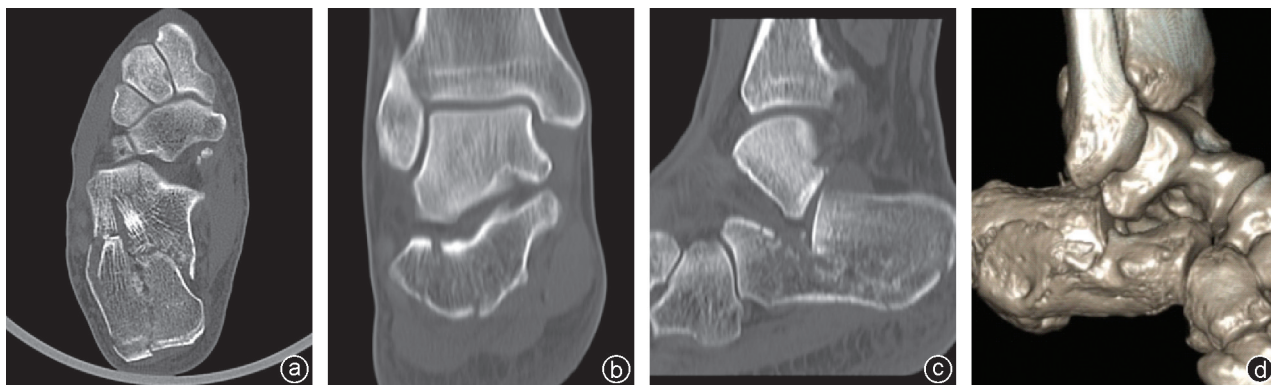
病人,男,49岁,高处坠落伤,术前CT扫描 a:平扫可见右侧跟骨体粉碎,外侧壁膨隆,关节面嵌入跟骨体中,内翻畸形;b:冠状位重建可见骨折线涉及距下关节面;c:矢状位重建可见距下关节面向下翻转;d:三维重建可见跟骨外侧壁膨隆,关节面向下翻转移位
